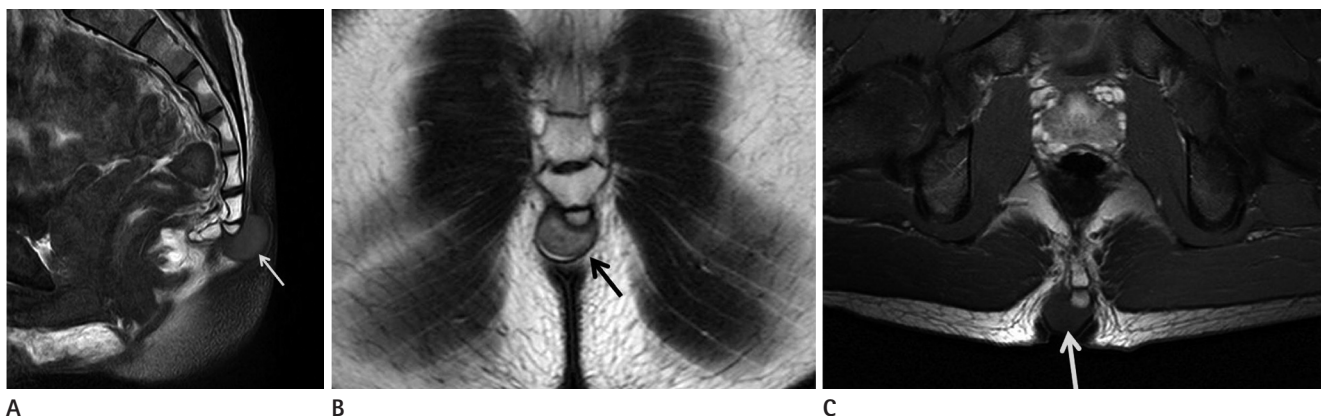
Magnetic resonance imaging in a 27-year-old man with a retrococcygeal epidermoid cyst.
